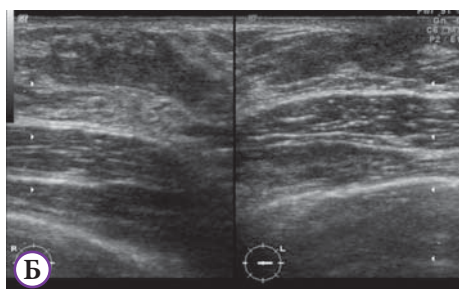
Преждевременное изолированное телархе. А — визуальный осмотр; Б — УЗИ: телархе с двух сторон
